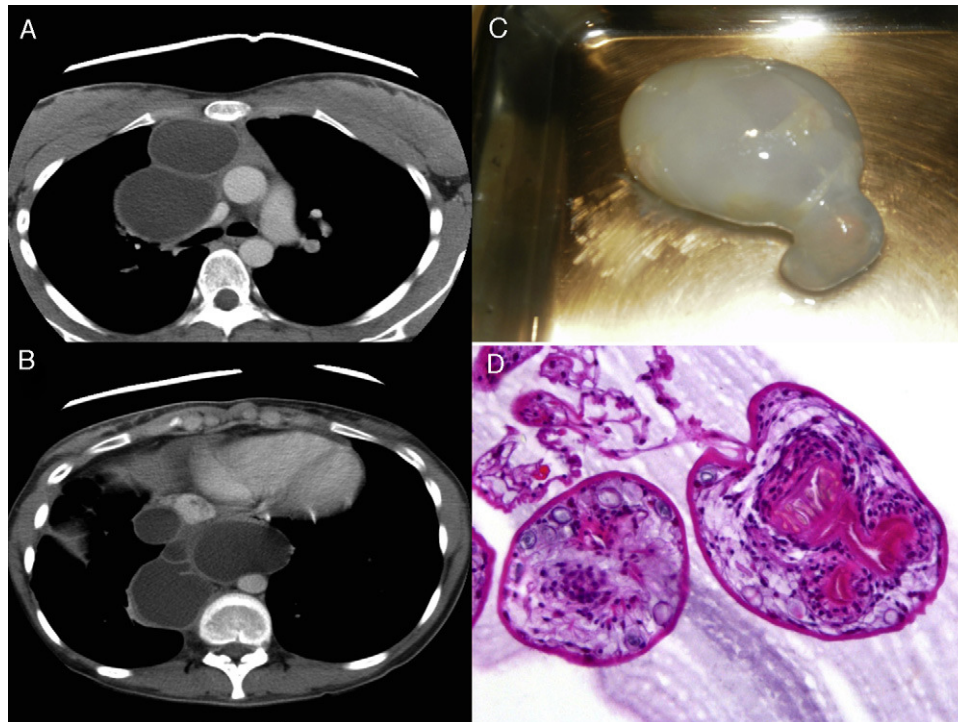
A y B) Tomografía computarizada: los cortes axiales obtenidos con ventana de mediastino muestran una gran masa multiquistica multiseptada con realce lineal de su pared que se extiende en sentido craneocaudal y afecta los 3 compartimentos mediastínicos, condicionando el efecto de masa sobre estructuras vasculares adyacentes (cava superior en A y esófago en B). C) Hidátide íntegra obtenida tras la apertura de periquística. D) Imagen obtenida mediante tinción H-E 20×: quiste hidatídico con membrana laminada y escólex libres. Escólex con 4 ventosas y rostelo con doble corona de ganchos.
